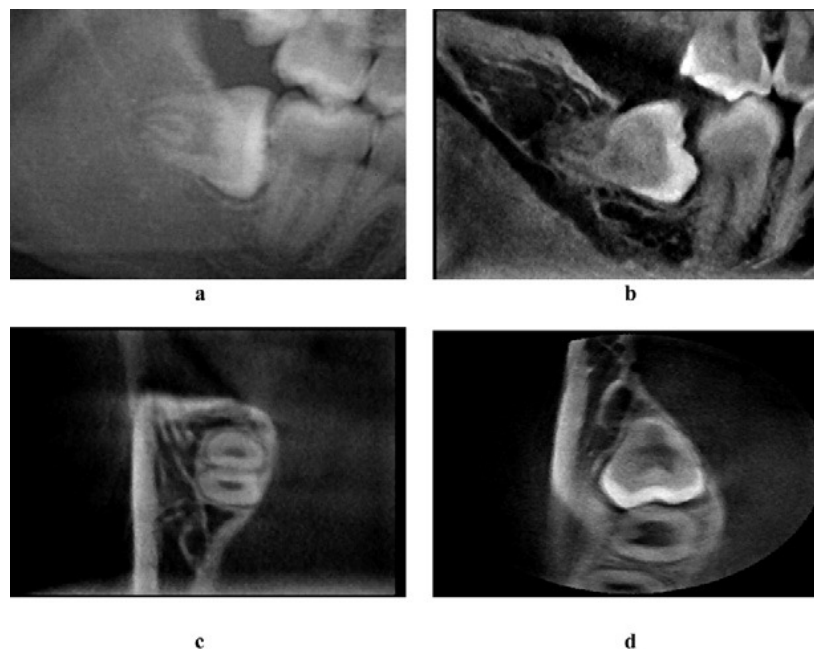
Paciente com o 48 impactado. A parede superior do canal mandibular aparece interrompida pelas raízes do siso na radiografia panorâmica (a). No entanto, as imagens da tomografia computadorizada (b, c e d) claramente demonstram a presença de tecido ósseo entre o canal mandibular e as raízes do dente 48. [TANTANAPORNKUL *et al.*, 2007]
